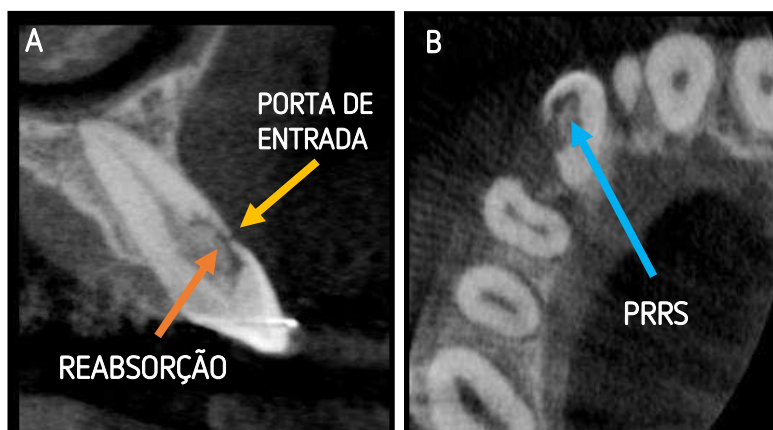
Imagens de CBCT de canino maxilar direito. (A) Corte sagital. Radiolucência irregular envolvendo a dentina coronal e estendendo-se até ao terço coronal da raiz. Visível a real extensão da lesão. (B) Corte axial. Lesão localizada muito próxima do canal radicular, sem o ter invadido. Visível a PRRS a delimitar a canal radicular, protegendo-o do processo de reabsorção.
